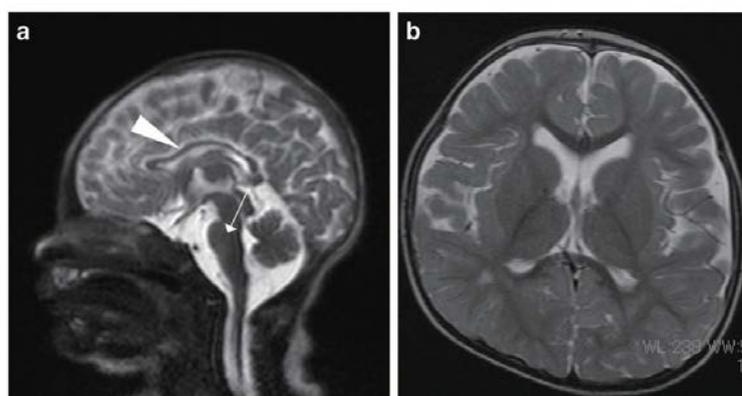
UBE2A* 変異をもつ患児の脳 MRI 画像 a. 出生時。T2 強調画像で脳梁 (white arrowhead) と橋底部 (white arrow) の低形成が観察された。b. 生後 1 年と 8 ヶ月児。T2 強調画像で白質異常が観察された。
